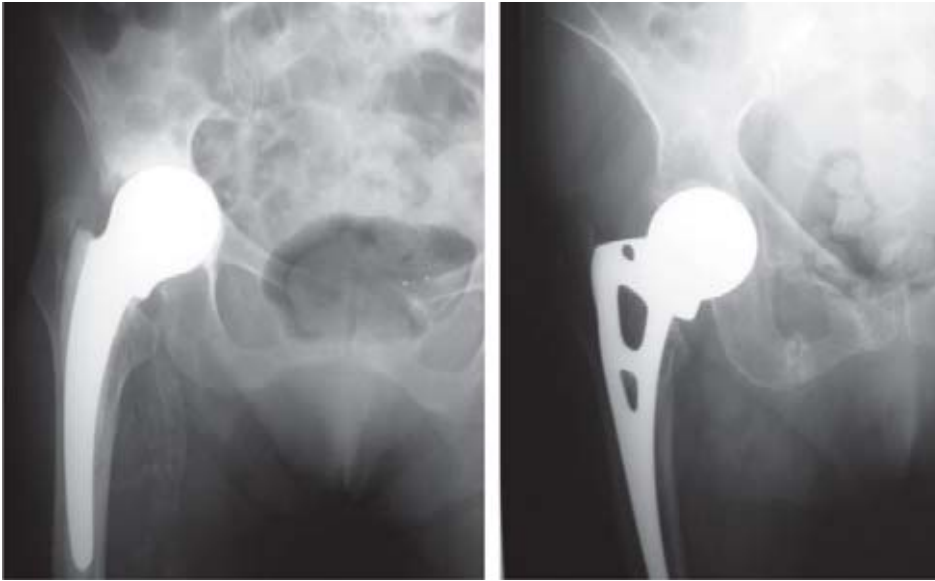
Radiografías de dos pacientes de 85 años, de 11 años de evolución, obsérvese erosión acetabular en la radiografía de la izquierda.
